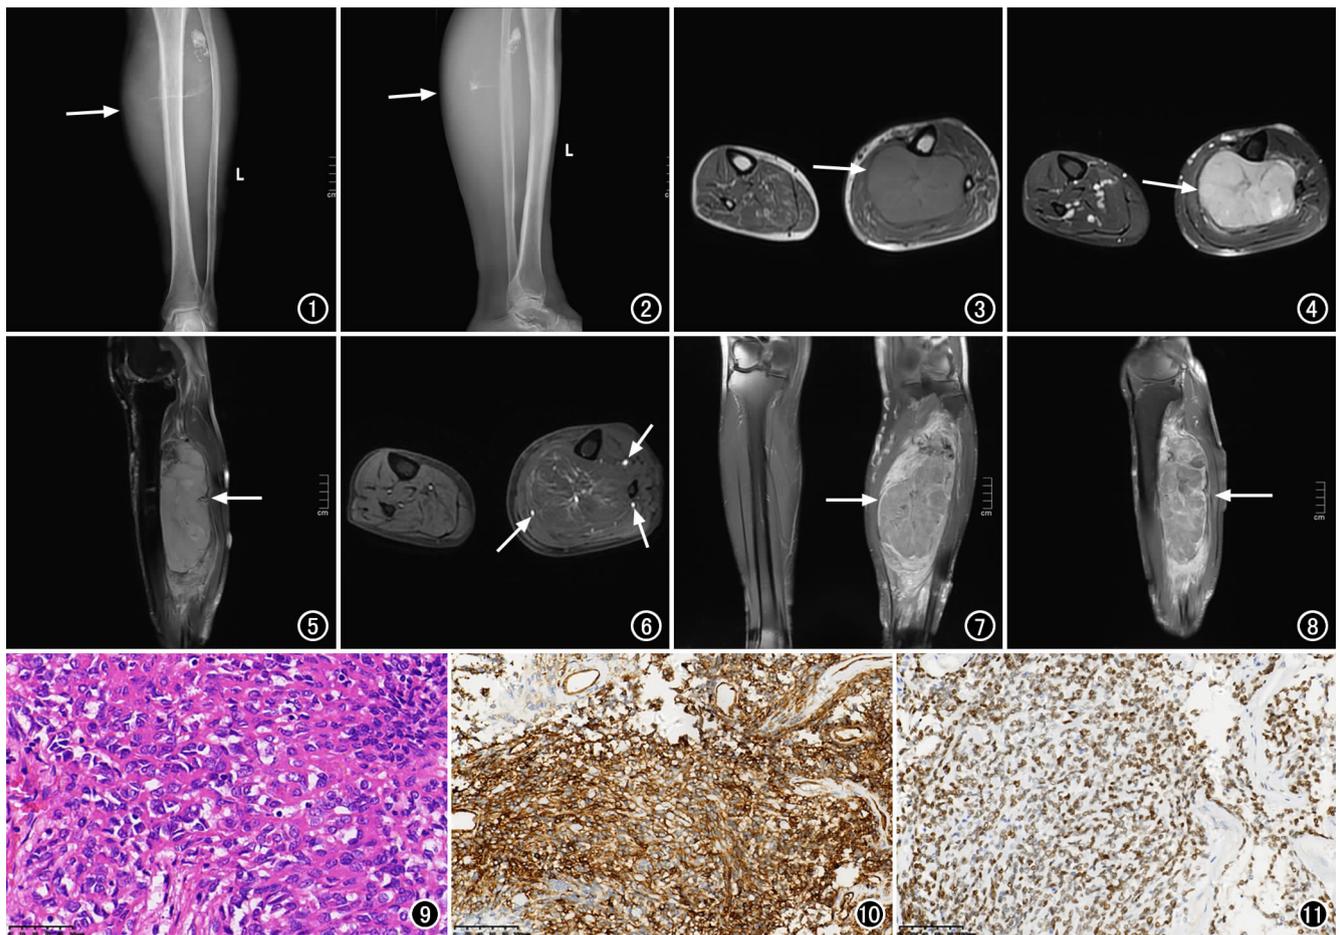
左小腿正位X线示左小腿上中段软组织增厚及致密(箭),内见斑片状致密影,胫骨上中段内侧缘局部可见花边样骨膜反应。图2 左小腿侧位X线示左小腿上中段软组织增厚及致密(箭),内见斑片状致密影,胫骨上中段内侧缘局部可见花边样骨膜反应。图3 横轴面T₁WI示左小腿背侧肿物(箭),位于胫骨后方及腓骨内后方,胫腓骨轻度分离,肿物呈稍高信号,内部可见辐射状稍低信号及流空影。图4 横轴面抑脂T₂WI序列示肿物呈以高信号为主的混杂信号(箭)。图5 矢状面抑脂T₂WI序列示肿物呈以高信号为主的混杂信号(箭)。图6 注射对比剂后即刻增强扫描示动脉受压移位(箭)。图7 冠状面增强T₁WI示肿物内部强化较弱,多发分隔样强化,肿物周边部分为均匀及明显强化(箭)。图8 矢状面增强T₁WI示肿物内部强化较弱,多发分隔样强化,肿物周边部分为均匀及明显强化(箭)。图9 镜下示肿瘤细胞界限欠清,核仁明显,细胞核显示中-重度异型性(×200,HE)。图10 免疫组织化学染色显示CD34弥漫阳性(×100)。图11 免疫组织化学染色显示STAT6弥漫性胞核阳性(×100)。
